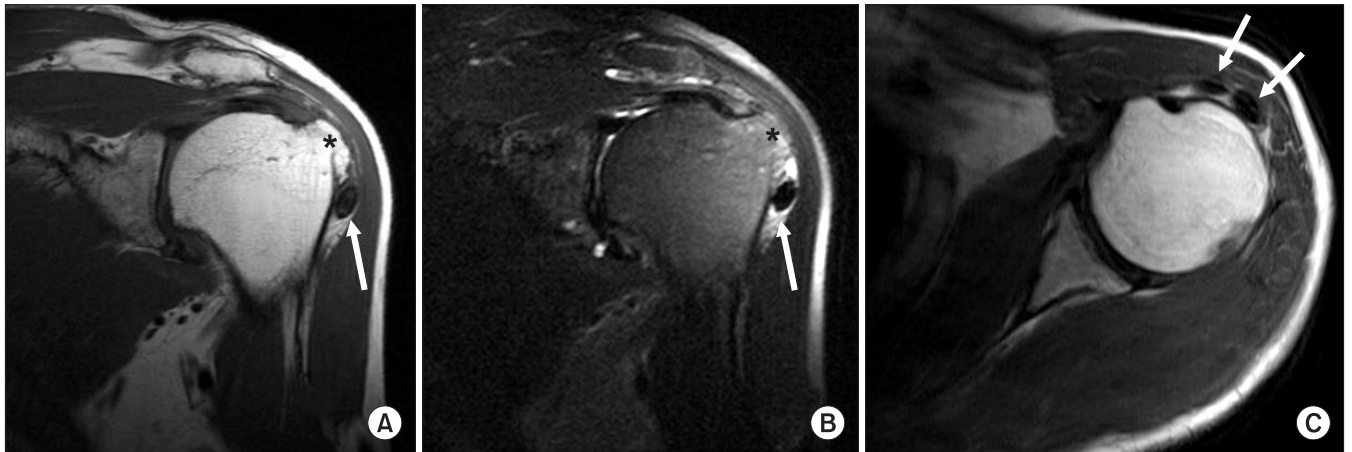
T1-weighted coronal (A), T2-weighted coronal (B) and axial (C) MR images of the left shoulder show two loose bodies in the subdeltoid recess (arrows) and bony protrusion on greater tuberosity of the humerus (asterix).
